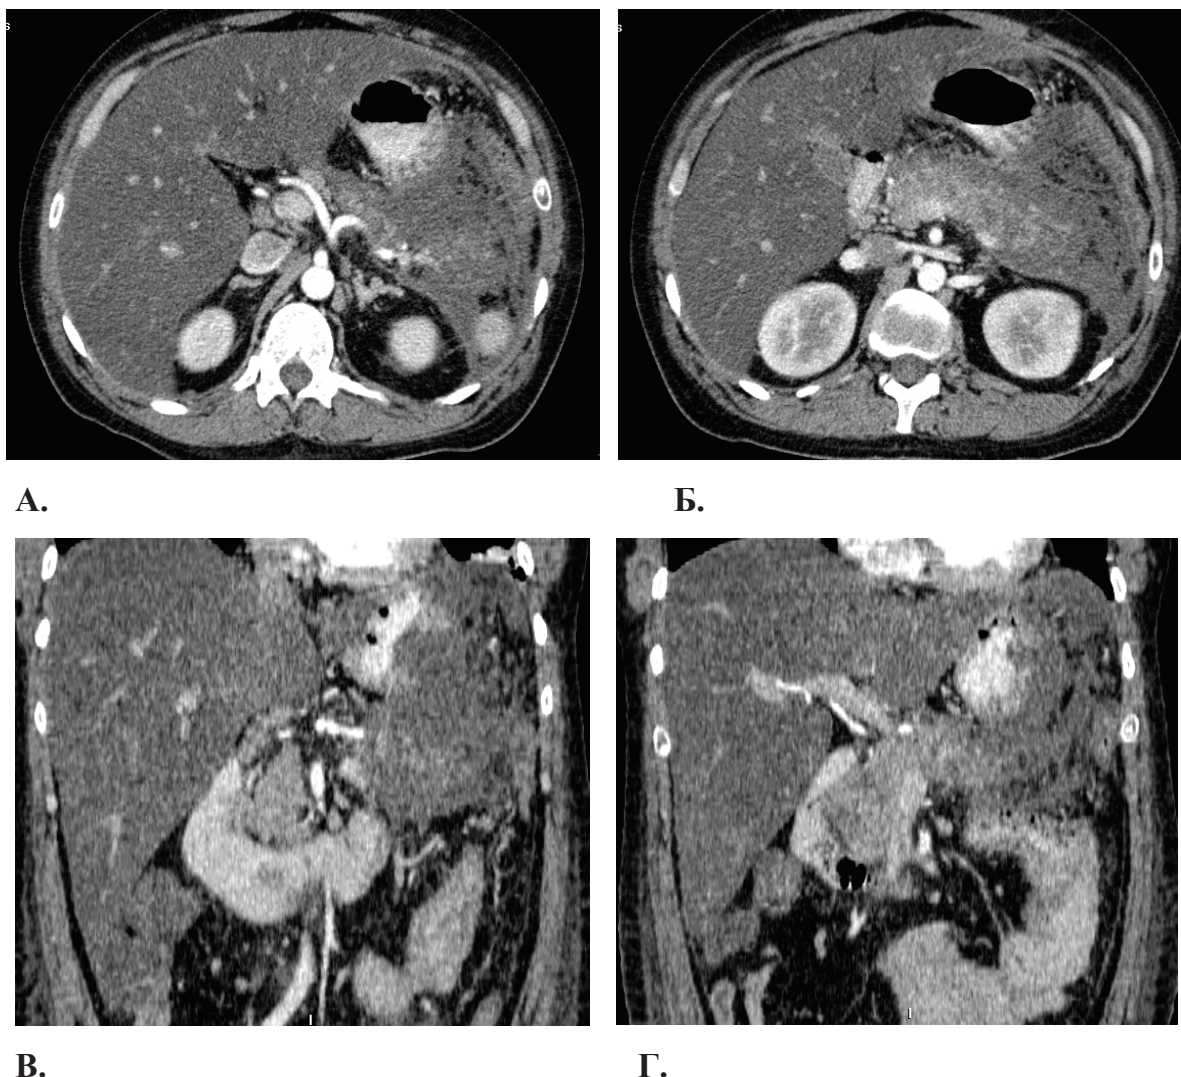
КТ-картина острого деструктивного панкреатита с множественными жидкостными коллекторами в брюшной полости и забрюшинном пространстве. Гепатомегалия, диффузное снижение плотности печени, увеличение ПЖ за счет всех отделов. Контуры нечеткие. Структура неоднородная со множественными гиподенсивными участками некроза во всех отделах. Паранкреатически, в переднем параренальном пространстве, в корне брыжейки, левом параколическом канале жидкостные коллекторы.
